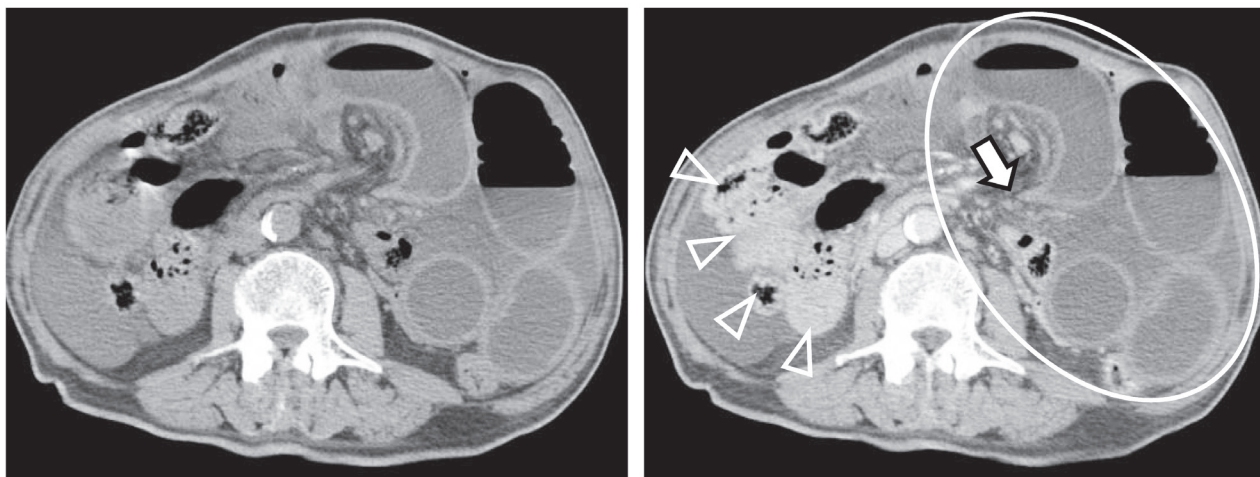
腹部 CT 画像 左：単純 CT 右：造影 CT
